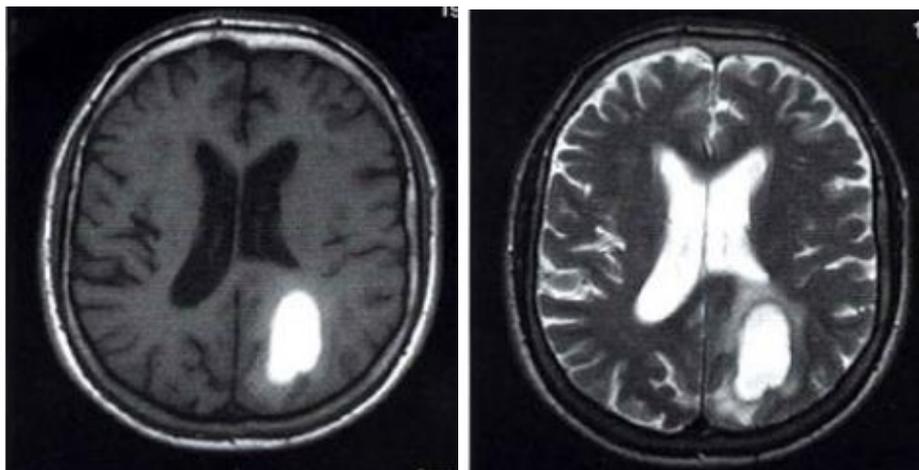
Resonancia magnética, Hemorragia subaguda tardía, observa alta señal en imágenes T1 y T2.
